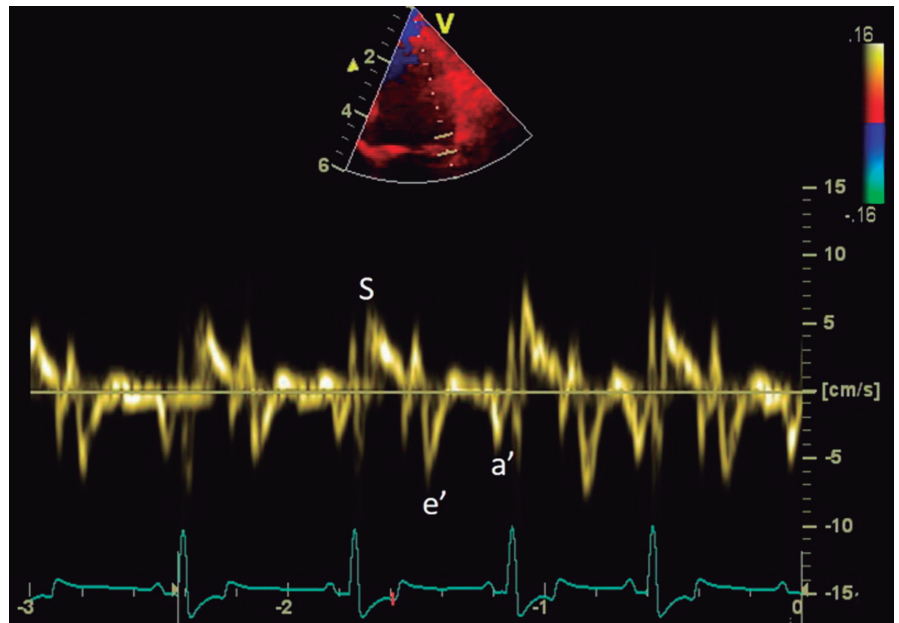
Registro de doppler tisular pulsado en el aspecto lateral del anillo mitral. Se observan las ondas e', a' y S.
